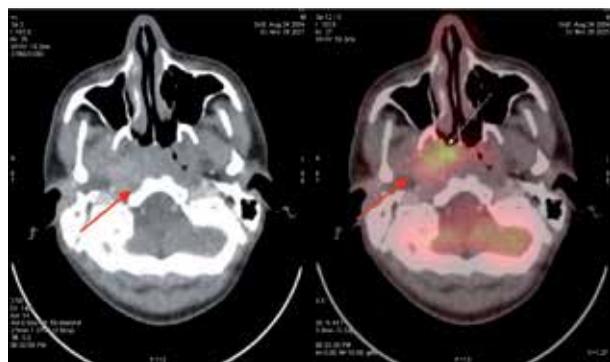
PET-TC. Lesión hipercaptante en región nasofaríngea derecha post QT de inducción.
